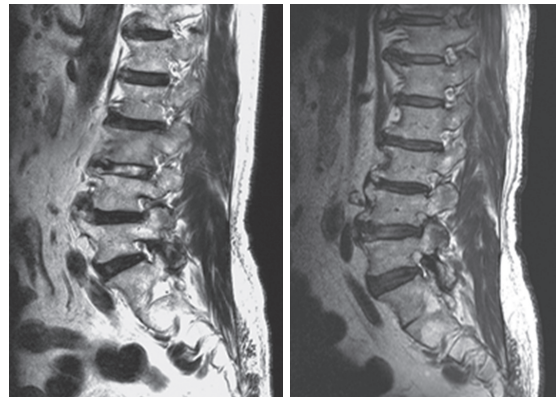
Lumbar Spine MRI with Whole Spine Sagittal T2WI MRI demonstrated spinal stenosis doesn't deteriorate compared to before(Lt. : 2021. 03. 16. / Rt. : 2022. 08. 18.)
